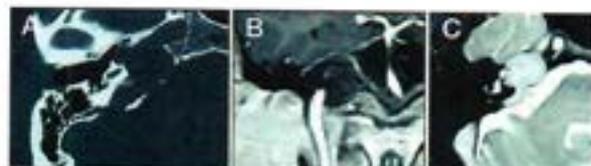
Estudio de imagen en el CIP. A. TAC alta resolución, ventana ósea, en corte axial del lado derecho que muestra una erosión del ápex petroso, en contacto con la ACI en su segmento horizontal, que afecta a la cóclea y se extiende en la región intralabiríntica. B. RMN en secuencia T1 con Gadolinio, corte coronal del lado derecho a nivel de la ACI vertical y codo, mostrando una lesión hipointensa con realce periférico que rodea a la ACI y contacta con la dura de fosa media y de fosa posterior. C. RMN en secuencia T2 potenciada, corte axial del lado derecho que muestra lesión hiperintensa que erosiona el ápex petroso y se extiende al CAI y a la región intralabiríntica.
